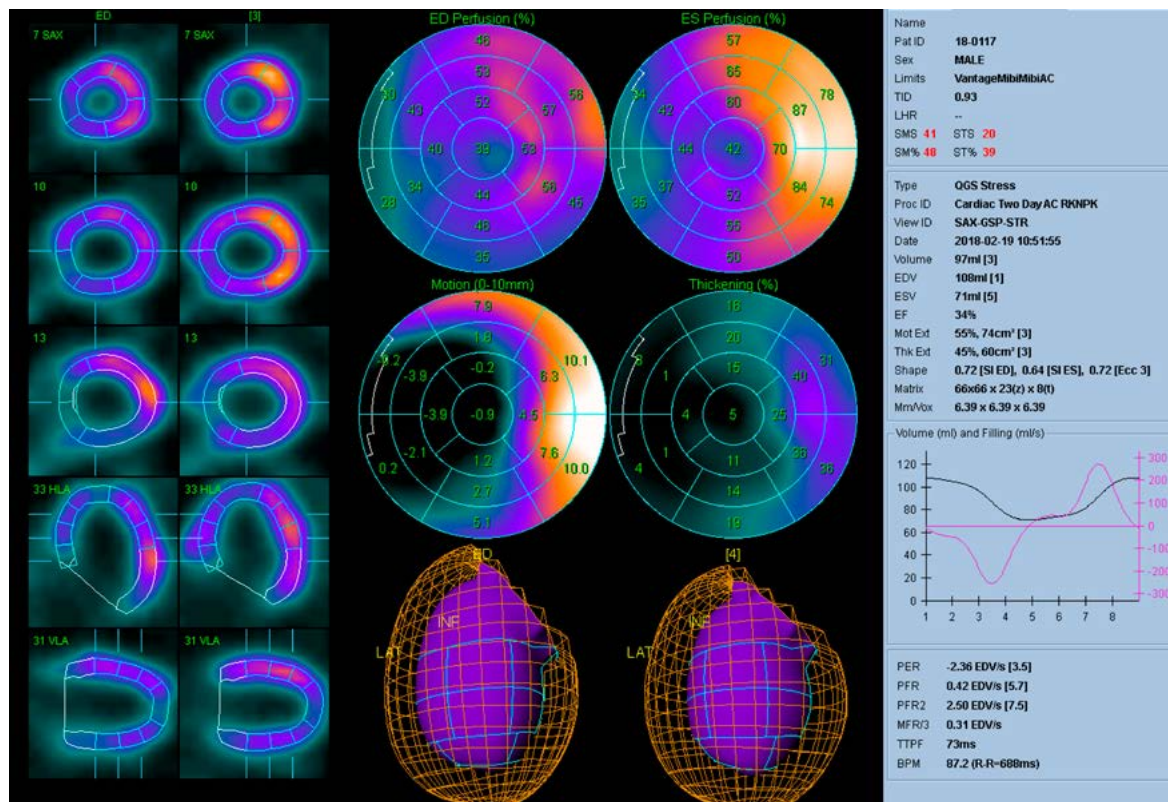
Вариант выраженной внутрижелудочковой диссинхронии ЛЖ (дискинез МЖП и верхушечных сегментов ЛЖ) вследствие полной БЛНПГ. При этом визуализируются неспецифические нарушения перфузии в систолу и диастолу (верхний ряд посередине), их локализация и неочаговый характер нехарактерны для ИБС
